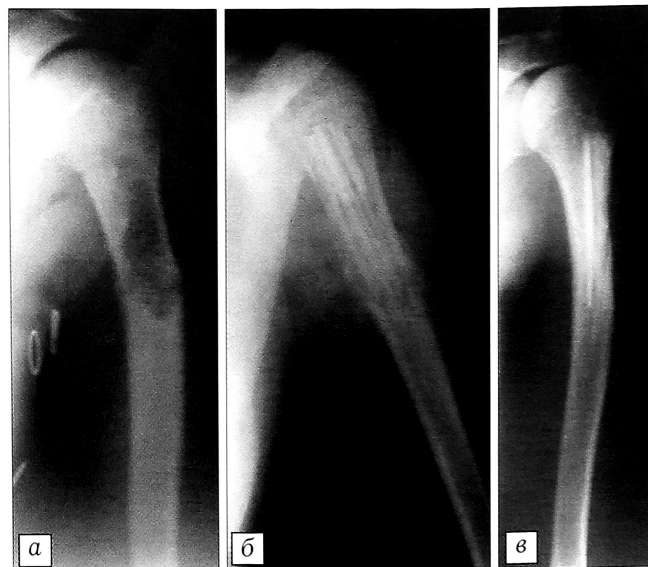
Рентгенограммы больной Р. 12 лет. Диагноз: неоссифицирующаяся фиброма верхней трети левой плечевой кости.
